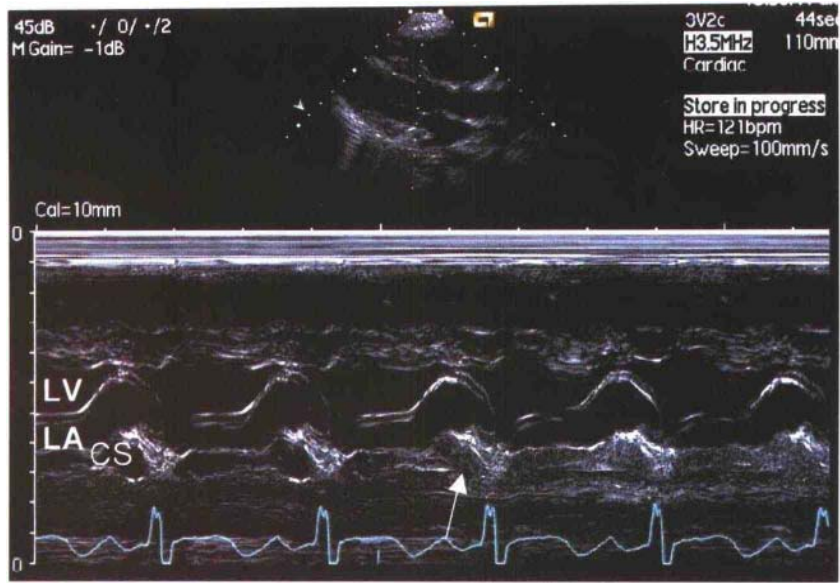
左位上腔静脉的 M 型超声心动图
